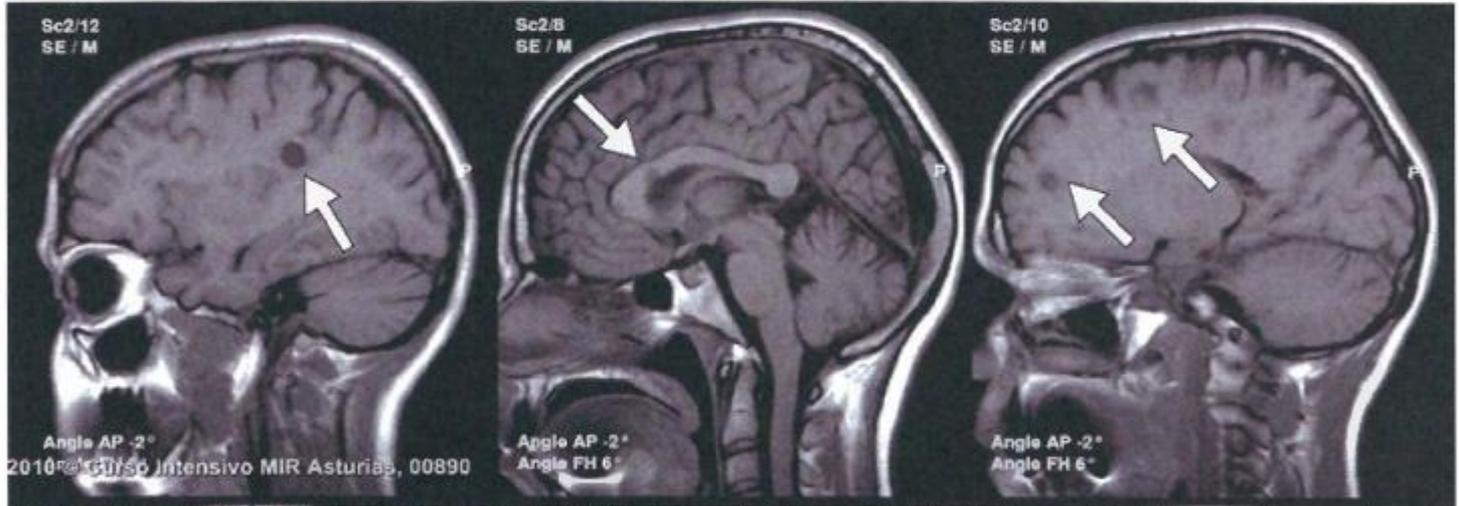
Imagen sagital de RM en la que se muestran lesiones desmielinizantes en el cuerpo calloso, pericallosas en la sustancia blanca de los lóbulos frontal y occipital y también infratentoriales (cerebelo)
